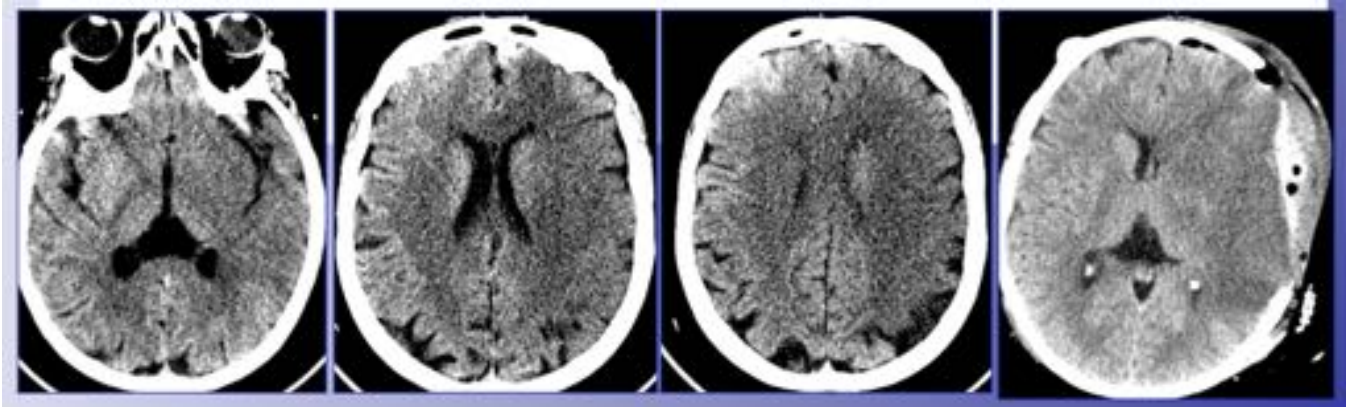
TC craneal sin contraste. En las tres primeras imágenes se observa hipodensidad corticosubcortical extensa en relación con lesión isquémica aguda con afectación de más de 2/3 del territorio vascular de la ACM izquierda. En la cuarta imagen, correspondiente al mismo paciente, se muestra la craneotomía descompresiva realizada en las primeras 48 horas.
